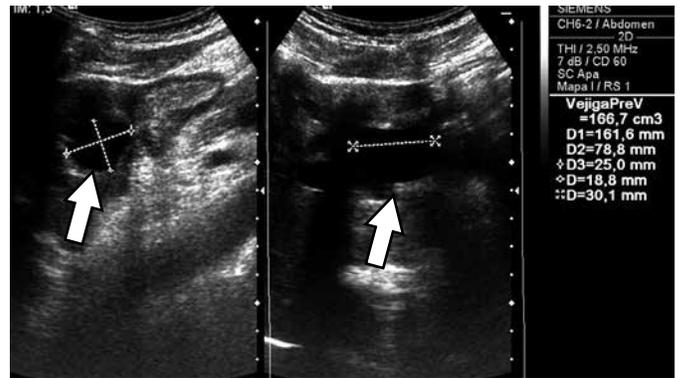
Error cometido durante la redacción y entrega del informe, categoría Encontrar un hallazgo y no informarlo. En esta ecografía se ve una lesión quística hepática que fue medida (flechas), pero en el informe se escribe "hígado normal" y no se describe la lesión.
